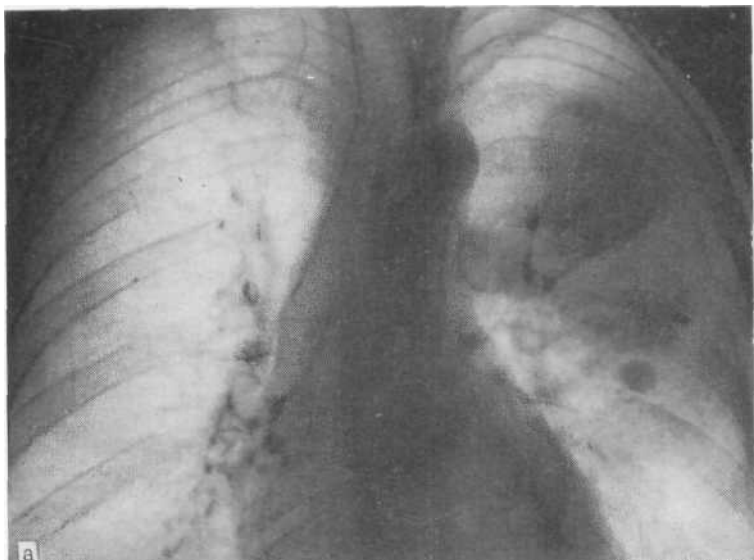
Рентгенограмма в прямой проекции (а) и томограмма (б). Пневмические просветы верхнезонального бронха и его сегментов, что свидетельствует о пневмонии. При бронхологическом исследовании получен материал, позволяющий установить диагноз бронхиоло-альвеолярного рака.
